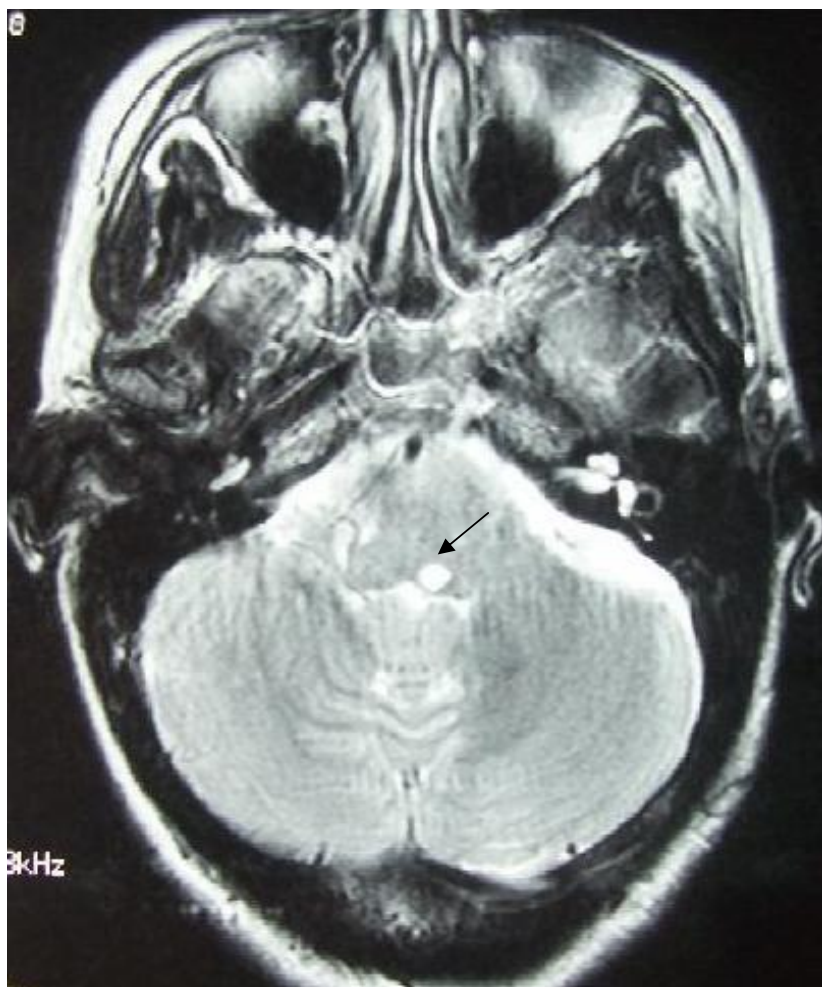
IRM cérébrale montrant une image en hypersignal en T2, au niveau de la partie postérieure de la jonction bulbomédullaire, arrondie de 3mm de diamètre.
